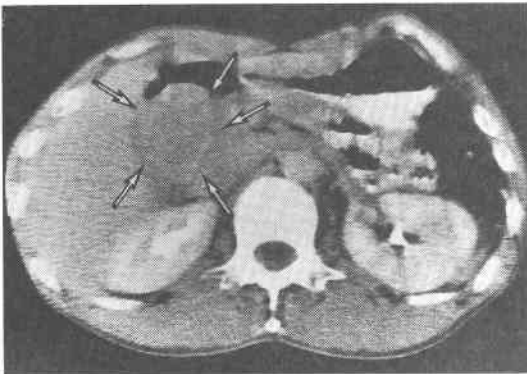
CT scan demonstrate a tumor between gall bladder, pancreatic head and inferior v. cava.
